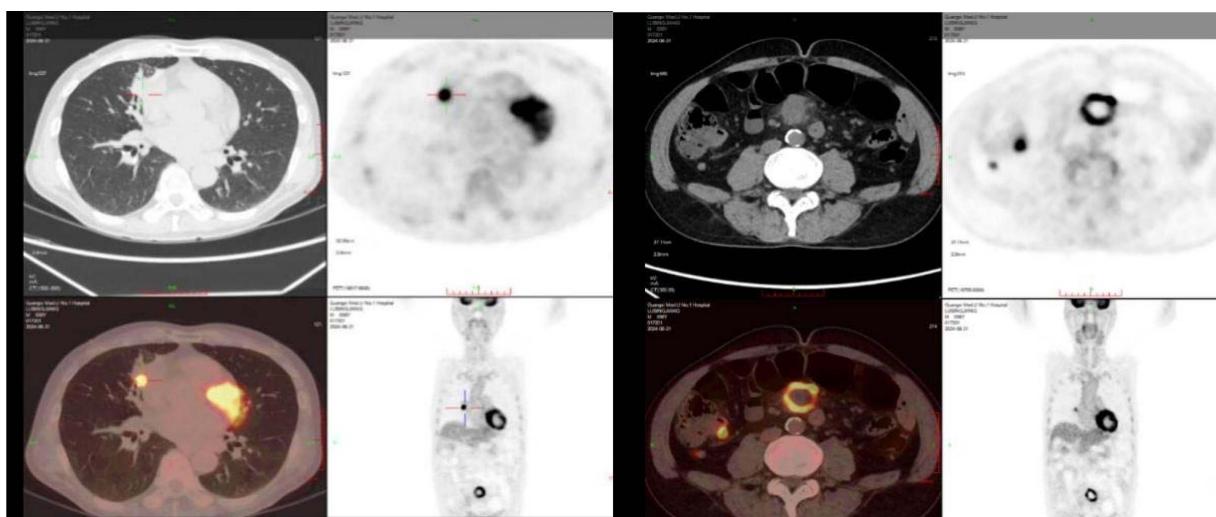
PET-CT: Indicates inflammatory or metastatic tumors
